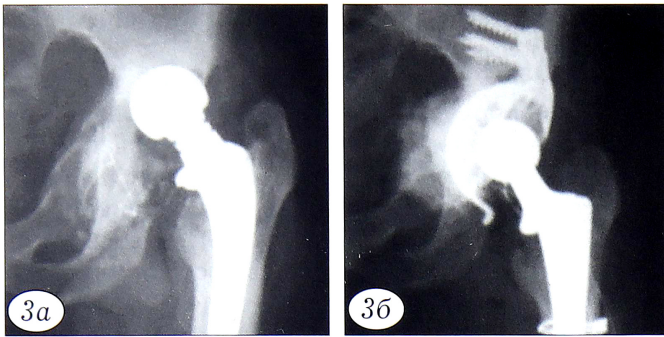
Рентгенограммы больной Г. 39 лет с дефектом вертлужной впадины типа 3В до (а) и после (б) ревизионной операции с использованием укрепляющего кольца фирмы ООО «Эндосервис» с применением костной пластики.
